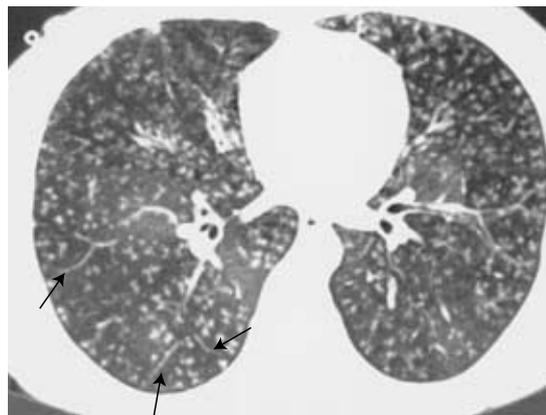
diffuse panbronchiolitis (DPB) の HRCT 像
